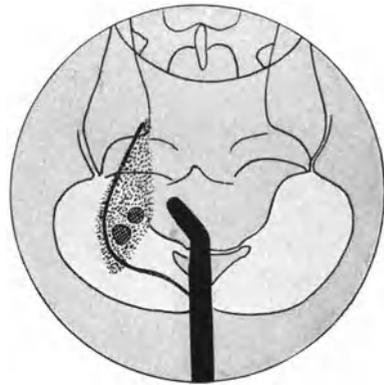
Röntgenpause. Nach Pyelographie. (Nach Arcelin.)
